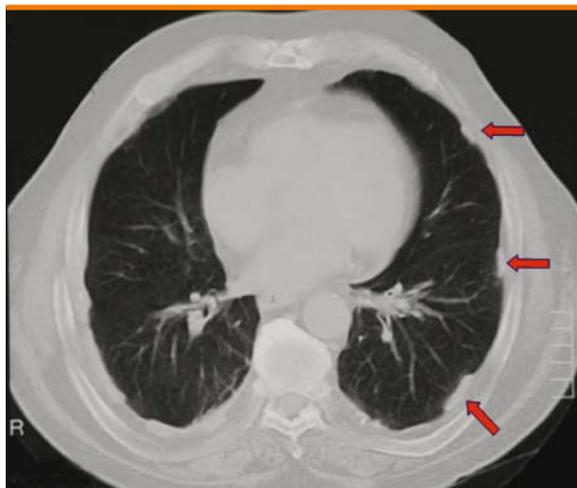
TC torace in un paziente con esposizione professionale all'asbesto, che evidenzia numerose placche pleuriche sclero-ialine; non vi è presenza di liquido pleurico e i polmoni sono "a parete"
